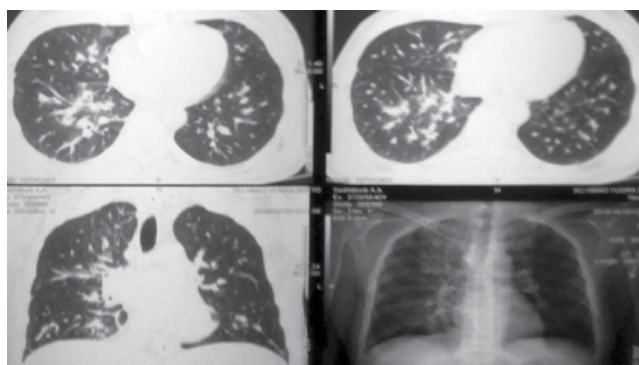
Пациент С., 41 год. Компьютерная томография органов грудной клетки через 7 мес. наблюдения (описание в тексте)
